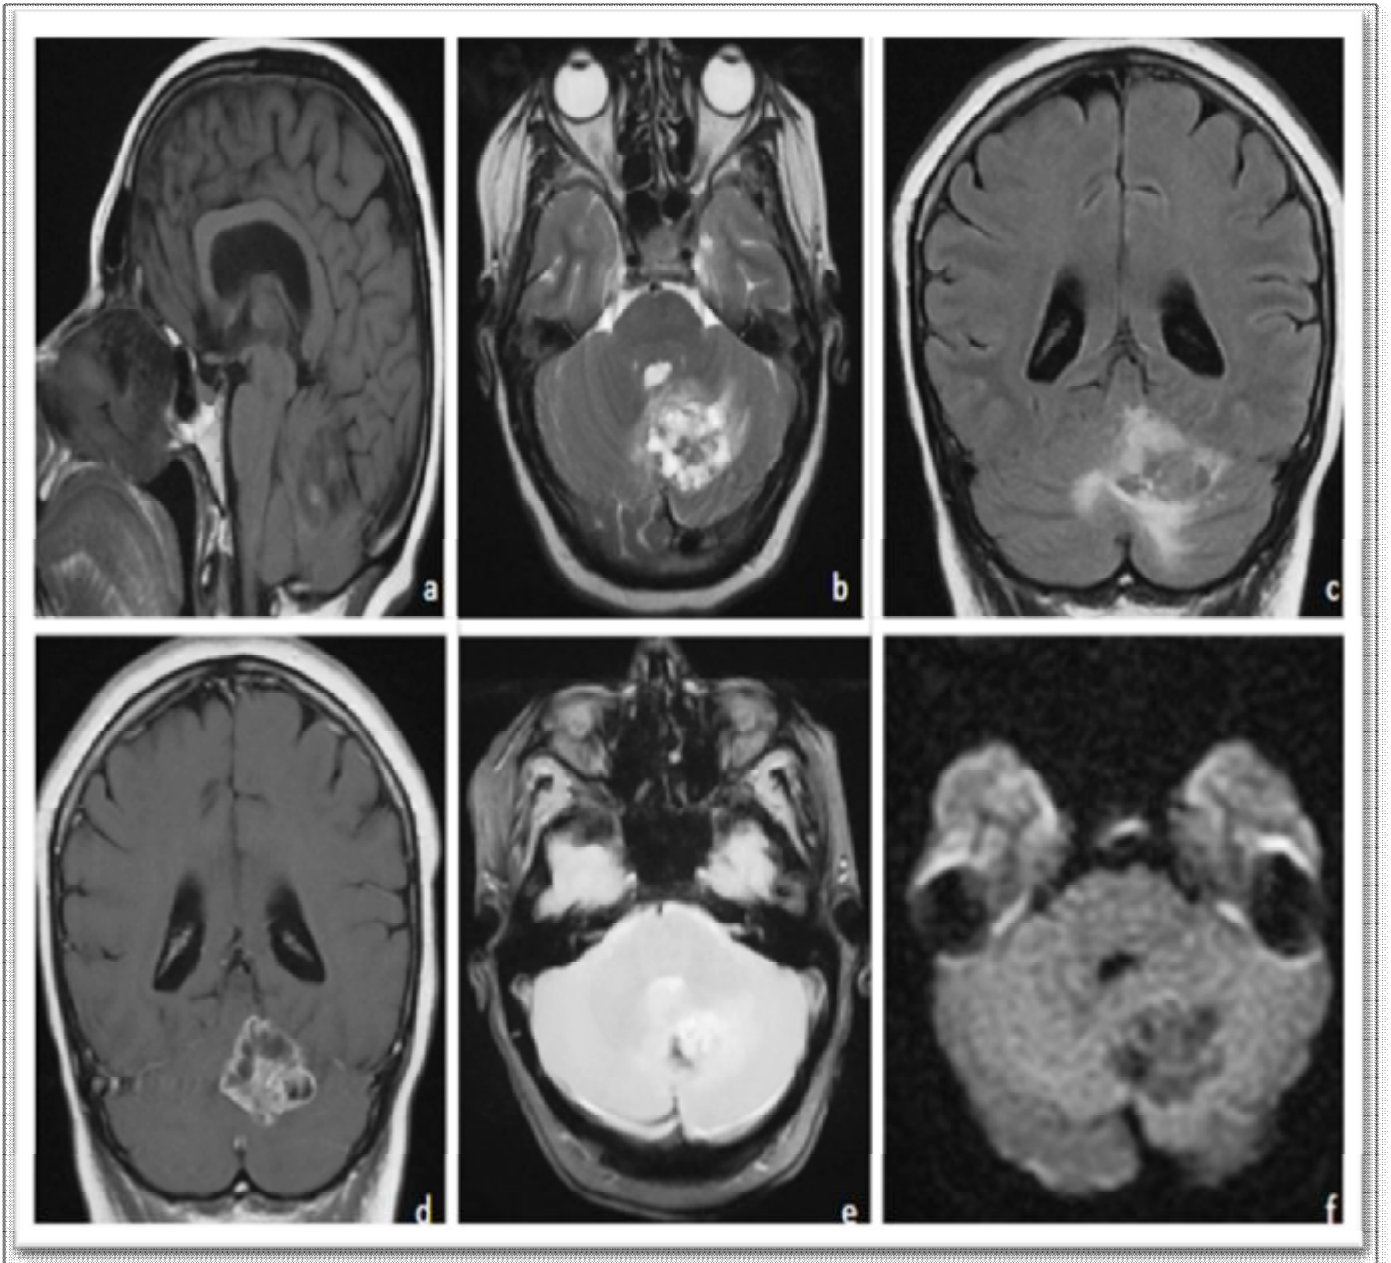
Métastase cérébrale. Coupes IRM d'une tumeur intra-parenchymateuse solido-kystique se développant au niveau de la FCP. Elle est hypointense en pondération T1 (a) et FLAIR (c), hyperintense en pondération T2. Elle se rehausse de façon annulaire épaisse irrégulière autour d'une nécrose centrale (d). Elle est en hyposignal en diffusion (f). On note la présence de zones hémorragiques apparaissant hyperintenses en T1 (a) et hypointenses en écho de gradient T2* (e). [Service de radiologie- CHU Hassan II de Fès].
